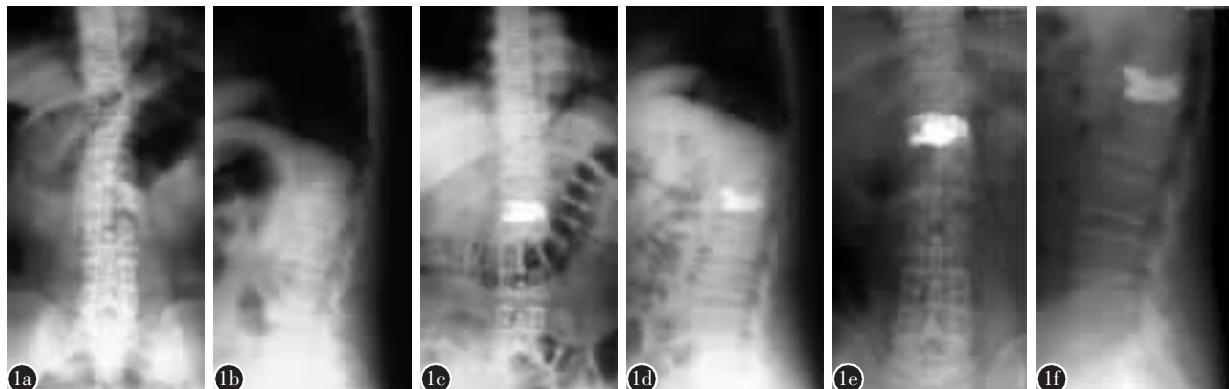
患者女,68岁,骨质疏松性椎体压缩骨折(L1) a、b 术前正侧位X线片示L1椎体压缩骨折,椎体被压缩大于1/3 c、d 术后1周正侧位X线片示骨折复位满意,骨水泥充盈良好 e、f 末次随访时正侧位X线片示伤椎无明显塌陷,骨水泥充盈良好
